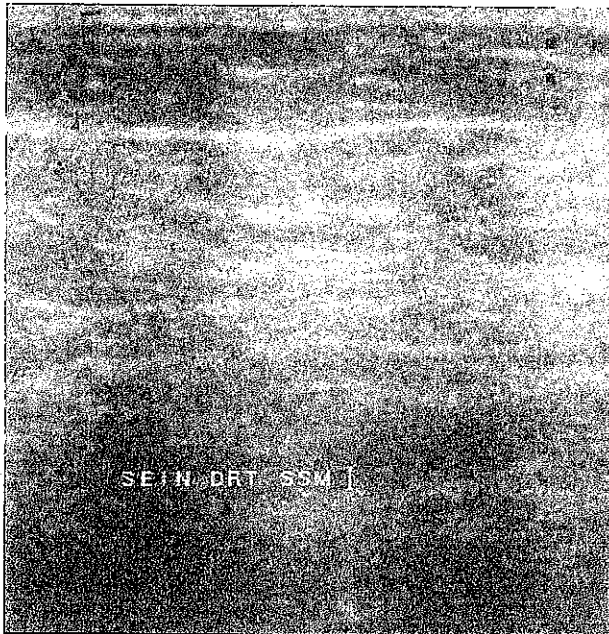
coupes en échographie superficielle du sein (sonde de 7,5 MHz) : l'image est interprétable dès les premiers mm. Le tissu graisseux (*) sous-cutané est bien individualisé, séparé de la peau (lignes échogènes horizontales) et du tissu glandulaire sous-jacent très échogène.
